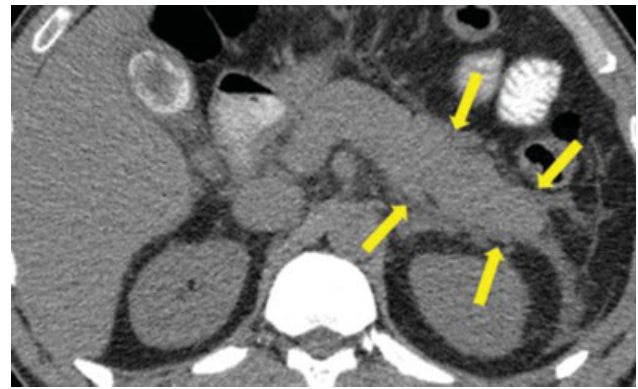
PEI. TC con contraste oral, corte axial. Páncreas con aumento de su tamaño secundario a edema intersticial difuso y presencia de líquido peripancreático (flechas).
